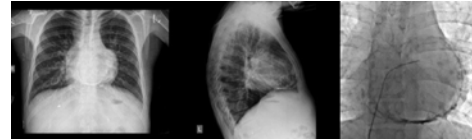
Chest radiography and fluoroscopy image show circumferential pericardial calcification around the heart.
